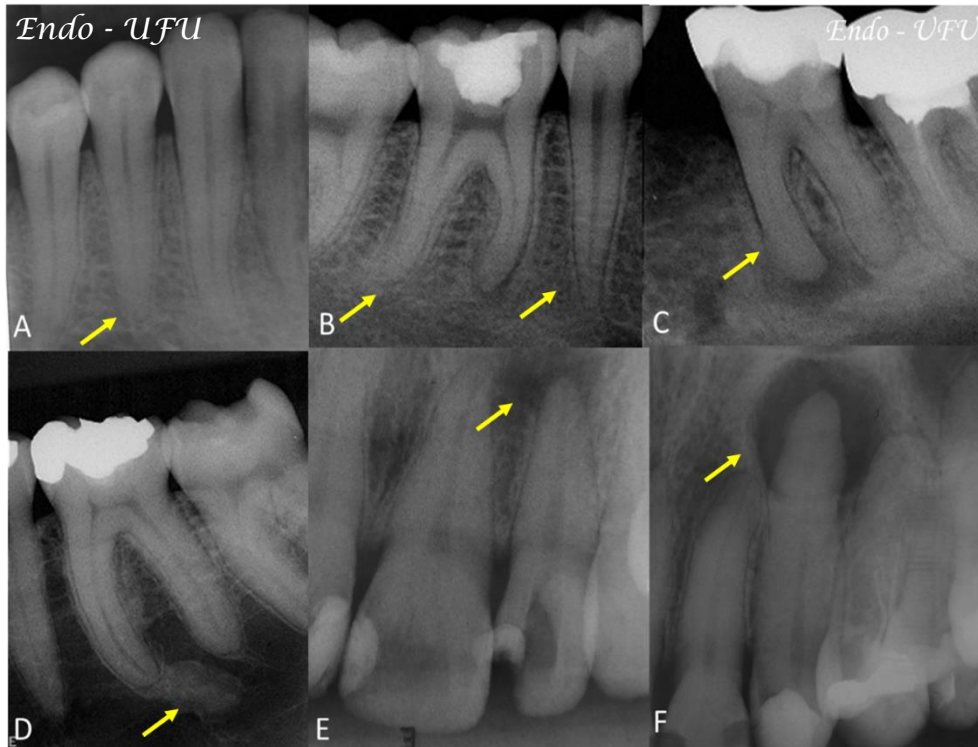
A. Região periapical normal; B. Espessamento do ligamento periodontal. C. Hipercementose; D. Condensação óssea; E. Osteíte rarefaciente difusa; F. Osteíte rarefaciente circunscrita.
